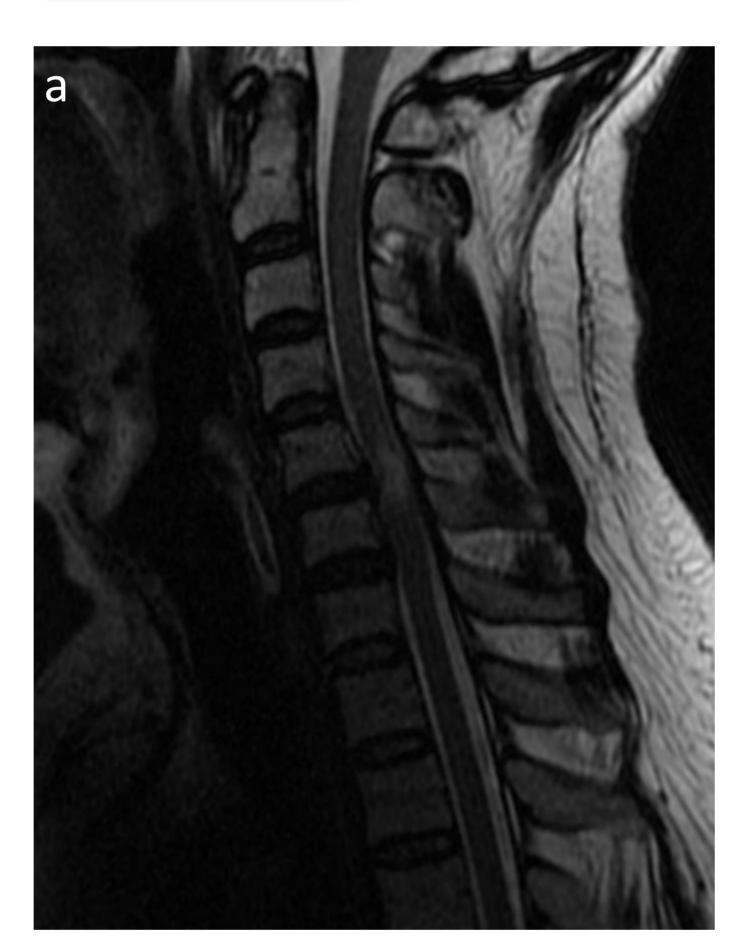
Varón de 56 años con clínica aguda de pérdida de fuerza en miembros superiores, inferiores y dolor dorsal. Se realiza RM urgente, en la secuencia sagital potenciada en T2 (a) se identifica un hiperseñal lineal anterior en la médula dorsal desde D1 hasta D5. En las secuencias axiales potenciadas en T2 (b) se delimita su localización anterior y central, compatible con infarto medular anterior.
